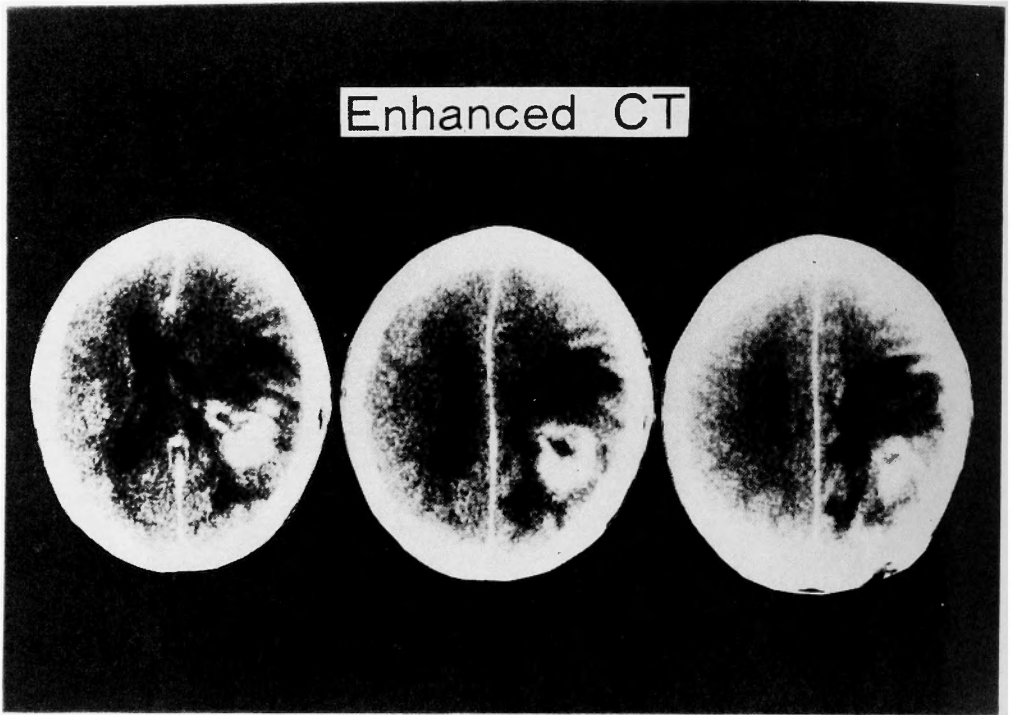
Enhanced CT showed high density mass with massive perifocal edema in the right parietal and occipital lobes.
